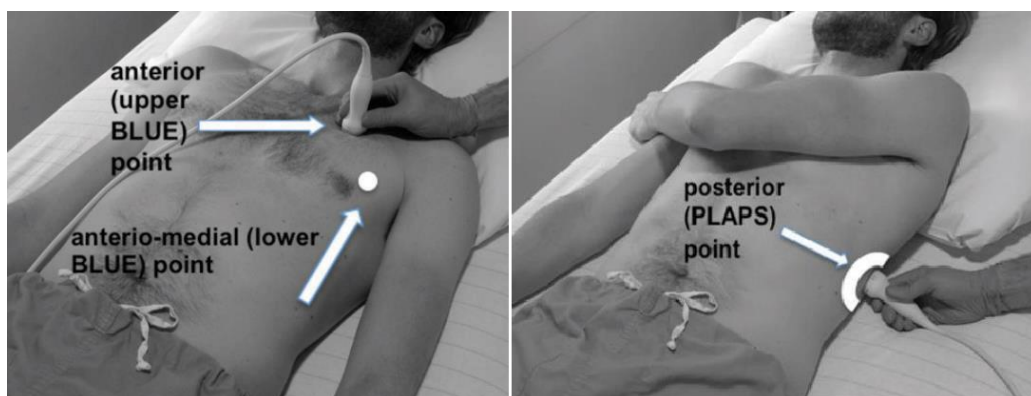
Puntos de exploración ecografía pulmonar del Protocolo BLUE de Lichtenstein³¹⁰.
